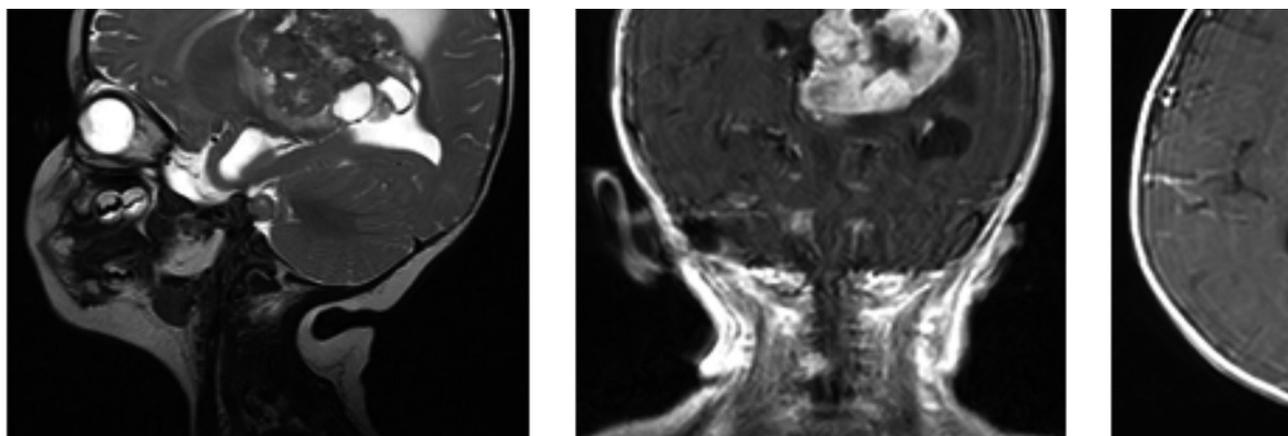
МРТ до операции. А- T2 режим, сагитальный срез. В- T1 режим с контрастированием, фронтальный срез. С - T1 режим с контрастированием, аксиальный срез
